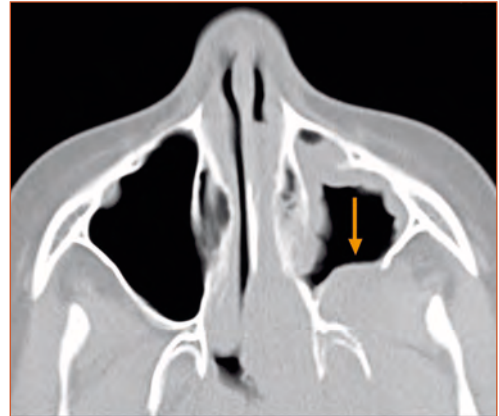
Corte coronal de TC dos seios perinasais do mesmo doente.
